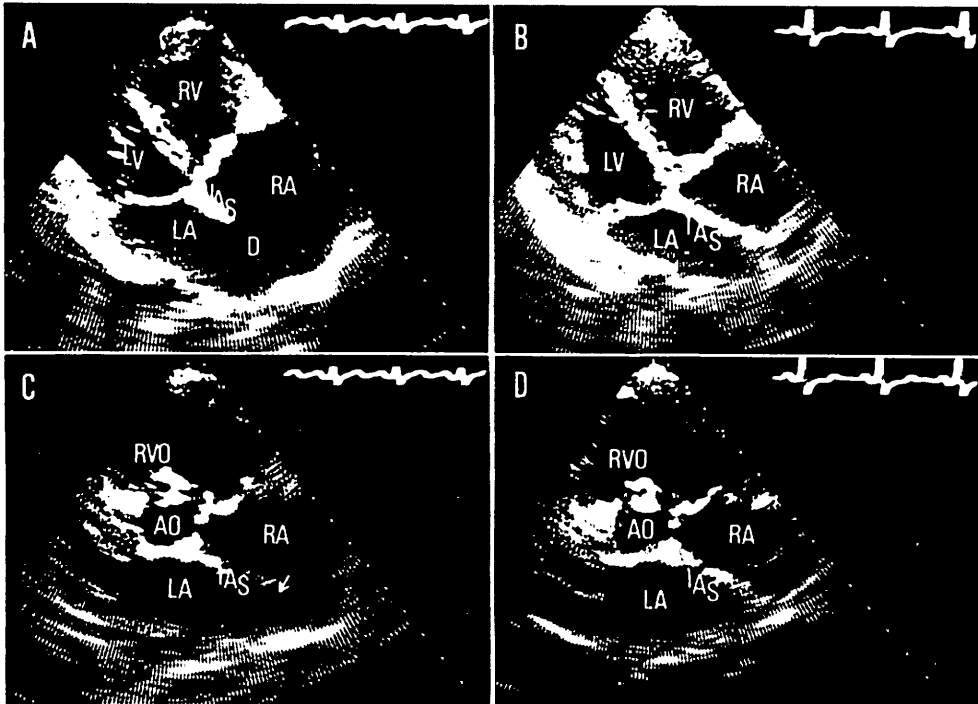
Cross-sectional echocardiograms in a 28-year-old female with atrial septal defect.
